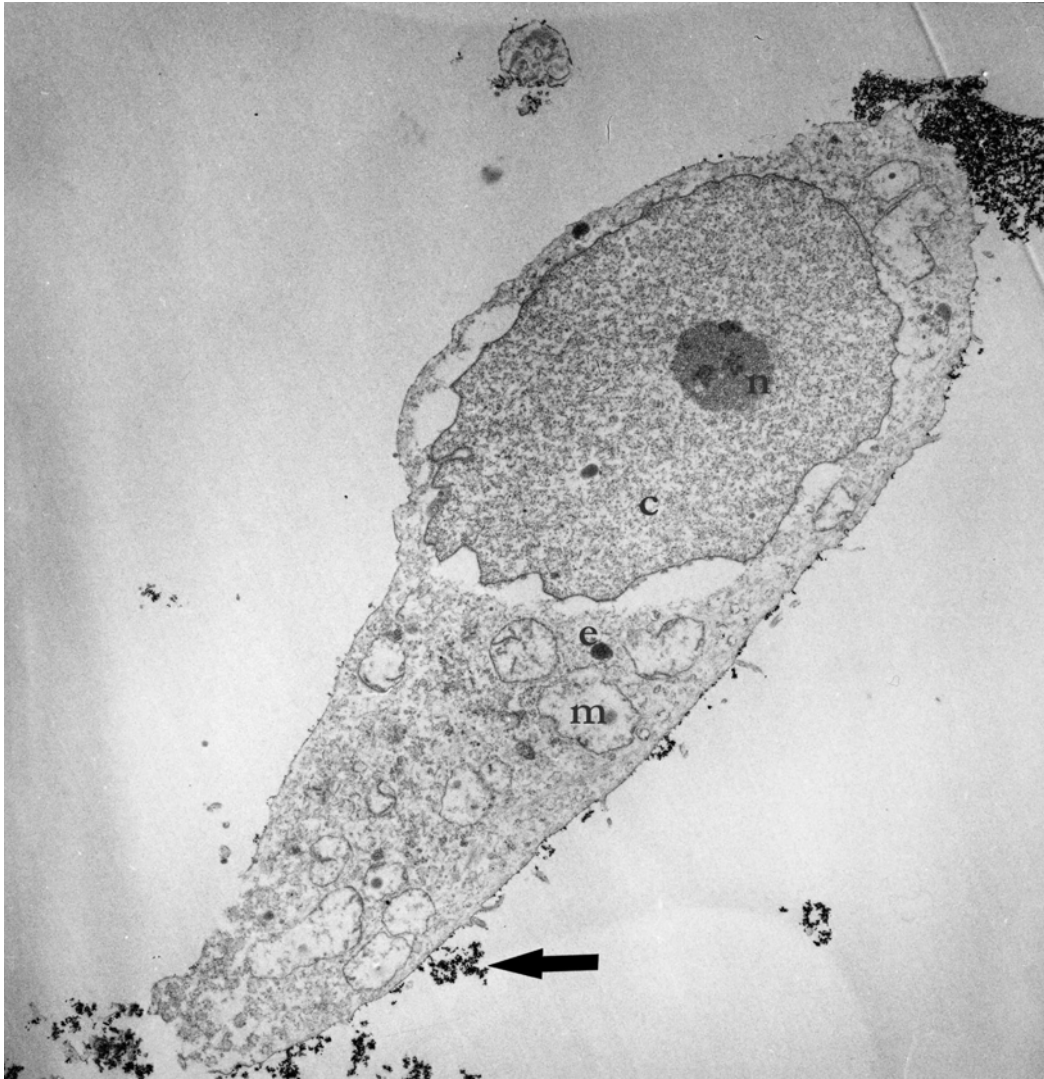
Wechselwirkung der Magnetitprobe 1 (37 ± 16 mg) mit der Zellmembran einer BT-20-Zelle nach 4-minütiger Inkubationszeit und anschließender Spülung mit PBS; c-verklumptes Chromatin; e - elektronendichter Einschuß; m - geschwollenes Mitochondrium; n - Nukleolus; ⌘ - agglomerierte Magnetitpartikel
